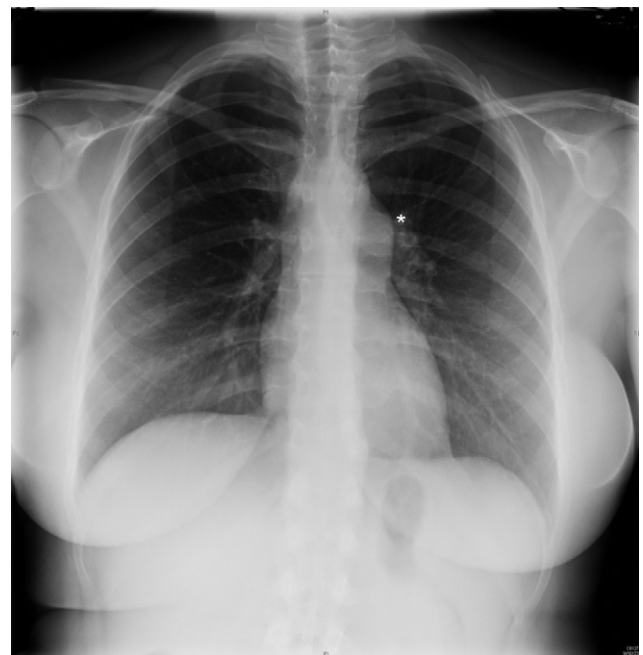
Radiografía de tórax en proyección posteroanterior. El asterisco muestra la dilatación a nivel del cono de la arteria pulmonar.
